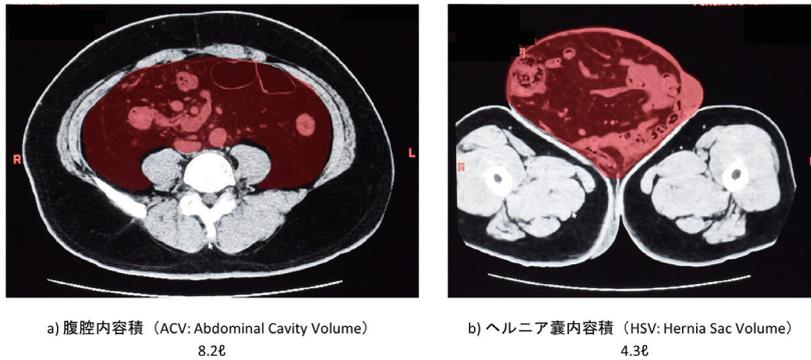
腹部 CT 検査による HSV/ACV の算出：
